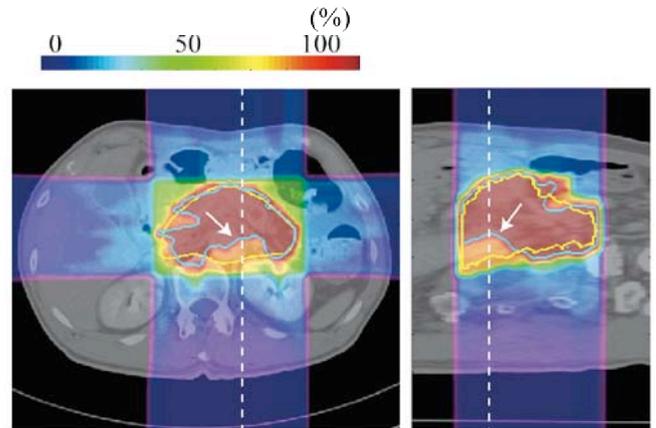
図1の治療計画CTから3分経過した時のCT画像と、図1のCT画像を使用した治療計画のカーボンビーム線量分布。
